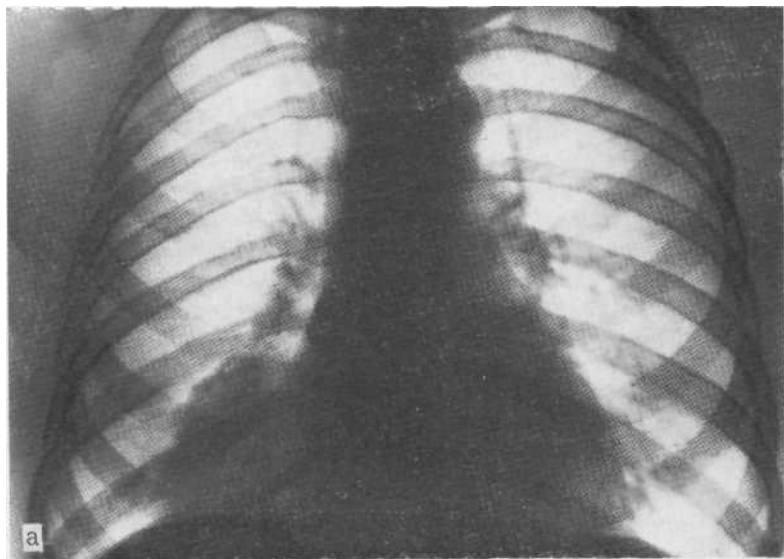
Обзорная рентгенограмма (а), рентгенограмма в боковой проекции (б) и рентгенограмма, выполненная в условиях пневмомедиастинума (в). Целомическая киста, расположенная в правом сердечно-диафрагмальном синусе.
